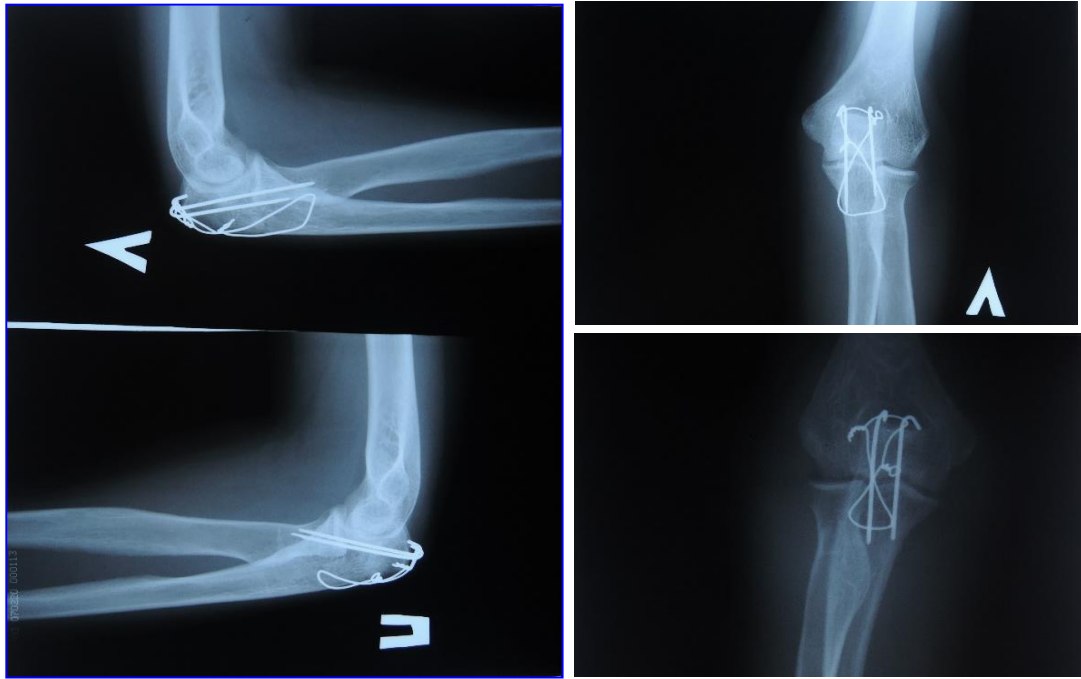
Рентгенограммы больной М. после операции
